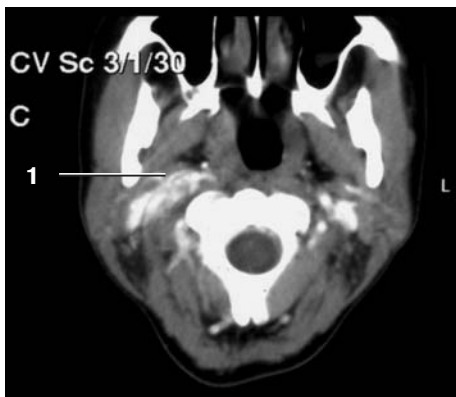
Томограмма. Каротидная хемодектома. Артериальная фаза. Верхний полюс каротидной хемодектомы (1) достигает основания черепа.
